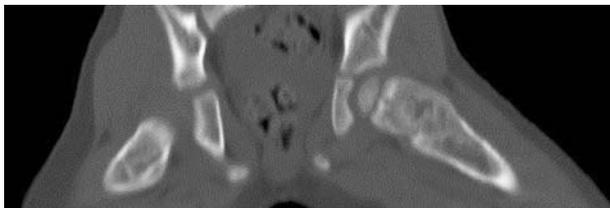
y 4B: TC: Lesión permeativa expansiva en metáfisis proximal hasta diáfisis, múltiples septos internos y adelgazamiento de la cortical en ambos fémures con lesiones radiolúcidas en isquion izquierdo, ambas palas ilíacas y sacro.
